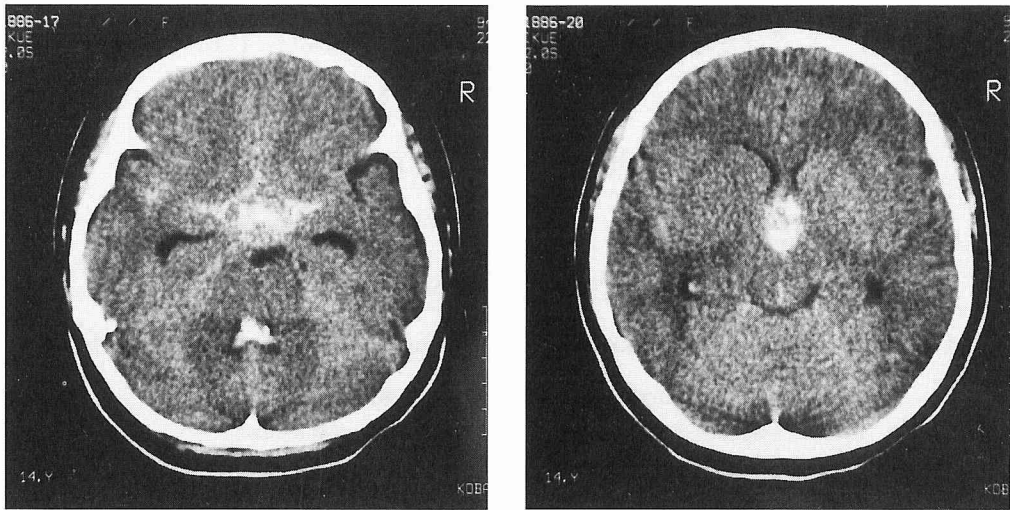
A CT scan on admission showing a third ventricular mass associated with subarachnoid, intratumoral and intraventricular hemorrhage.
